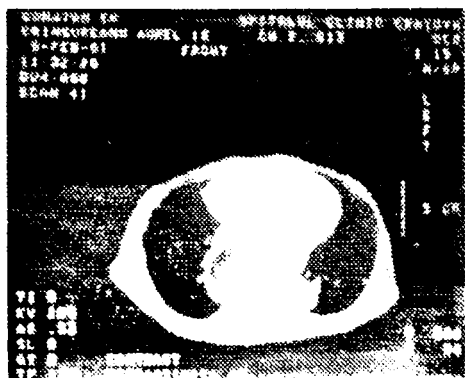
Absces mediastinal. Imagine CT
